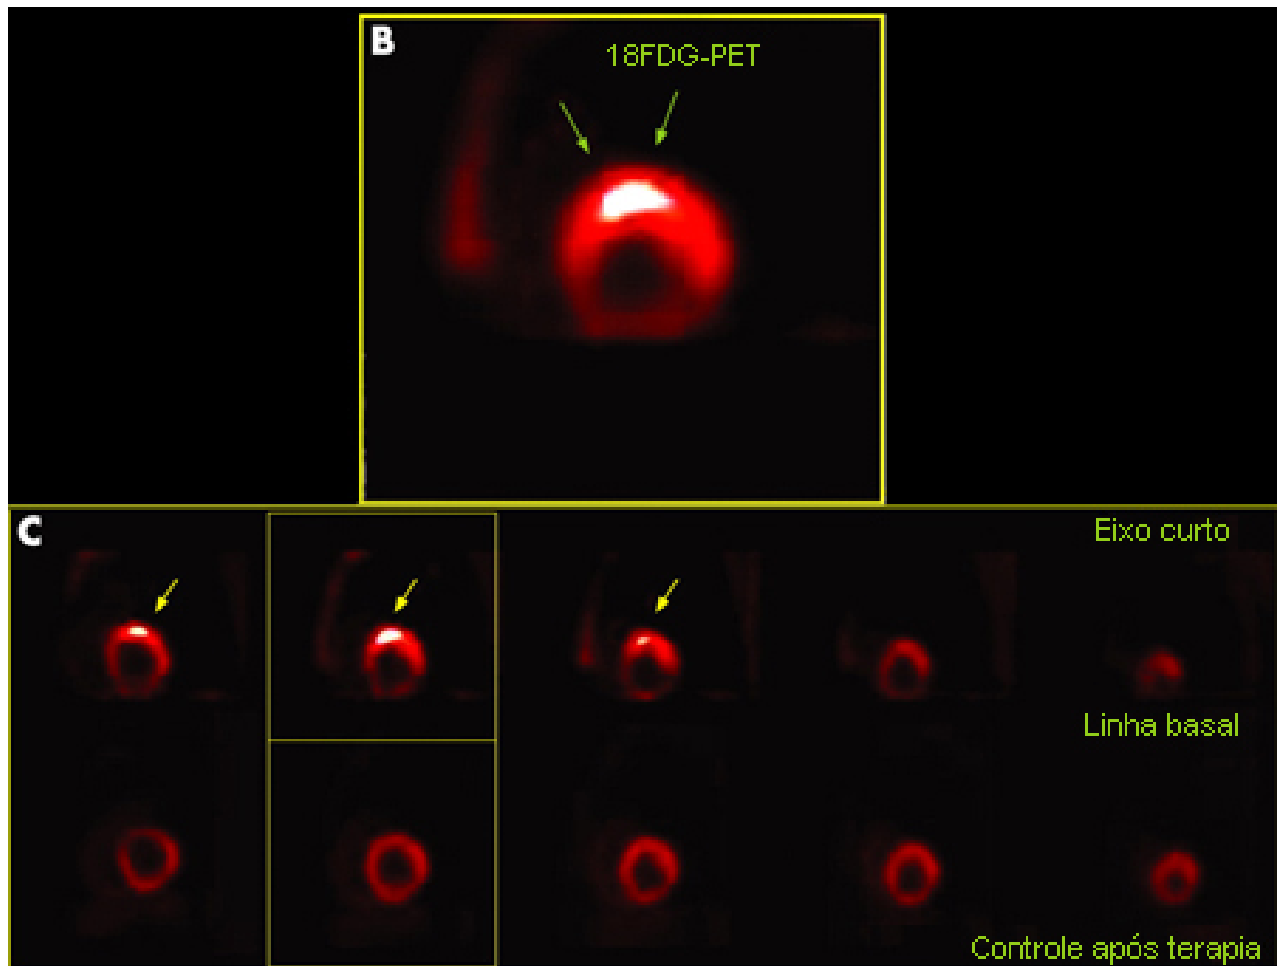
(B) Tomografia por emissão de pósitrons (PET) com flúor-18 fluordesoxiglucose (18F-FDG) do coração (eixo curto) mostrando captação focal na parede ântero-septal correspondendo à inflamação granulomatosa. (C) Tomografia por emissão de pósitrons (PET) com flúor-18 fluordesoxiglucose (18F-FDG) do coração (eixo curto) da base do ápice (da esquerda para a direita) mostrando a captação focal na parede ântero-septal na linha basal (série superior) e desaparecimento da captação após tratamento (série inferior)
